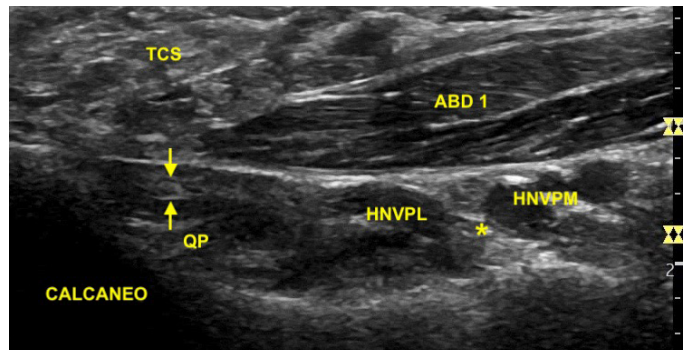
Ecografía de la rama de Baxter (flechas) bajo la fascia del músculo abductor del primer dedo (ABD 1) próximo a su inserción en el calcáneo y sobre el músculo cuadrado plantar (QP). Se sitúa posterior al haz neurovascular plantar lateral (HNVPL) que se encuentra separado del haz neurovascular plantar medial (HNVPM) mediante el septo de interfascicular o de Heimkes (*). TCS: tejido graso subcutáneo.
